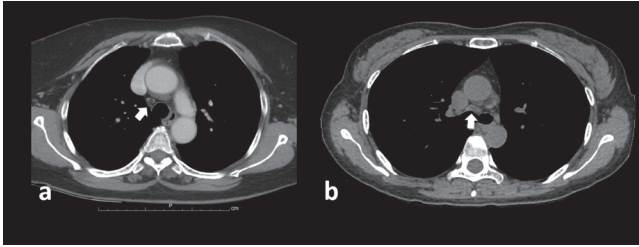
Normal mediastinal lymph node on axial computed tomography image: round (arrow, a) and oval (arrow, b) shape, soft tissue density structures with central fat which found at the location that does not conform to normal vascular or neural structures.
